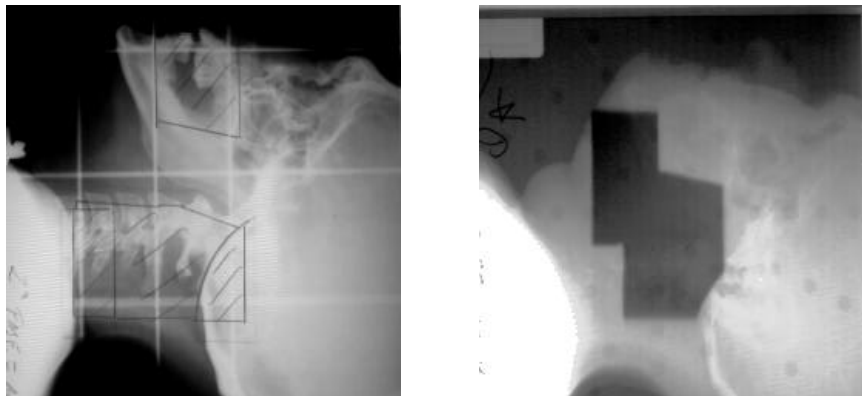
Radiografía de simulación y fotografía de un campo de irradiación.
